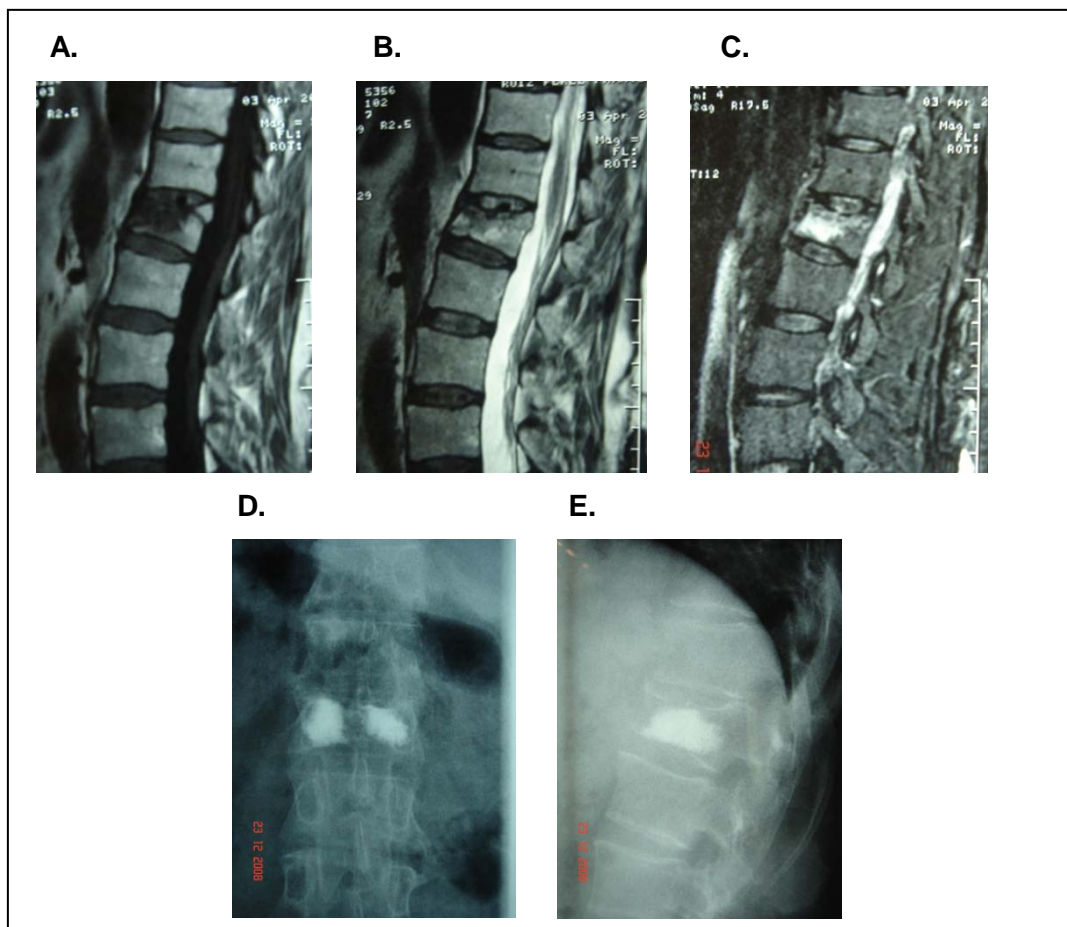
Varón de 45 años con caída hacía 6 meses que presenta una fractura de L1 tratada inicialmente con reposo, ortesis y Aines. Cursa desfavorablemente con persistencia de dolor y limitación funcional importantes (EAV: 8). En estudio de RMN se aprecia fractura de L1 con un edema importante (hiposeñal en T1 e hiperseñal en T2 y STIR). Se realiza una cifoplastia con resultado satisfactorio (EAV: 0 a las 24 horas y se mantiene al año).
